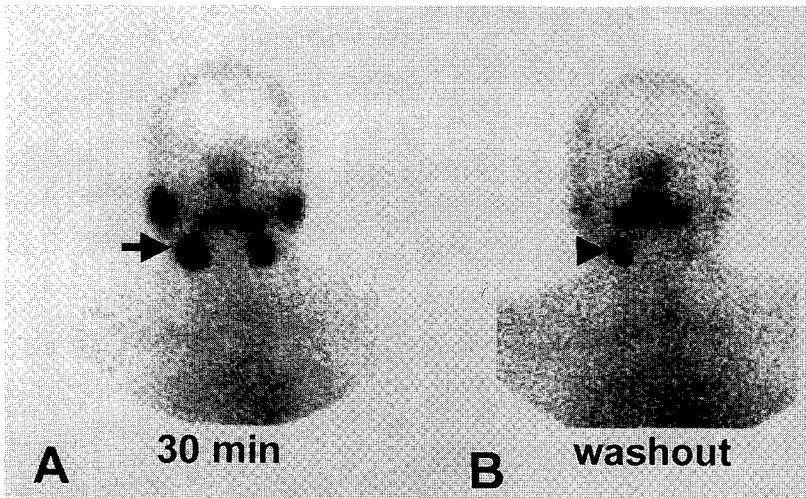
(A) Salivary gland scintigraphy (30 min) shows retention of radioactivity in the right submandibular gland (arrow). (B) Sustained retention of radioactivity (arrowhead) is noted in right submandibular gland after gustatory stimulation.
